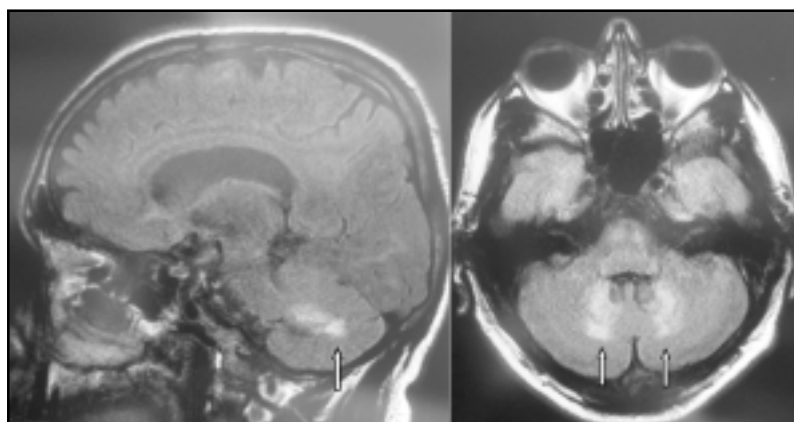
Resonancia magnética de encéfalo en secuencia FLAIR. Lesiones hiperintensas en ambos núcleos dentados (flechas blancas).
